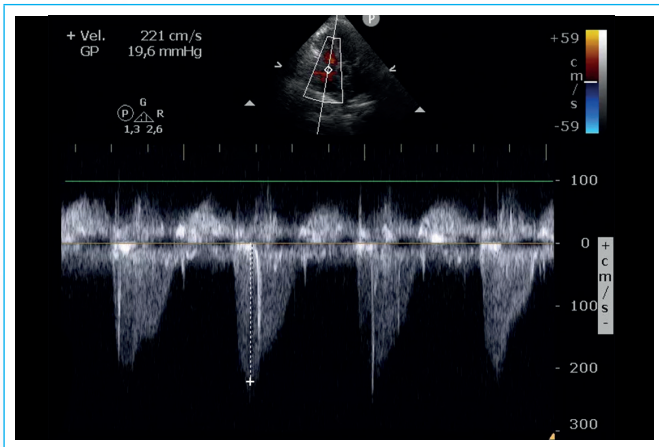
Ecocardiograma transtorácico, plano apical de 4 cámaras en el que se realiza *Doppler* continuo sobre el chorro de insuficiencia tricúspide funcional (debida a la dilatación del VD en el contexto agudo del daño isquémico), con una V_{max} de 221 cm/s, no sugestiva de hipertensión pulmonar.
